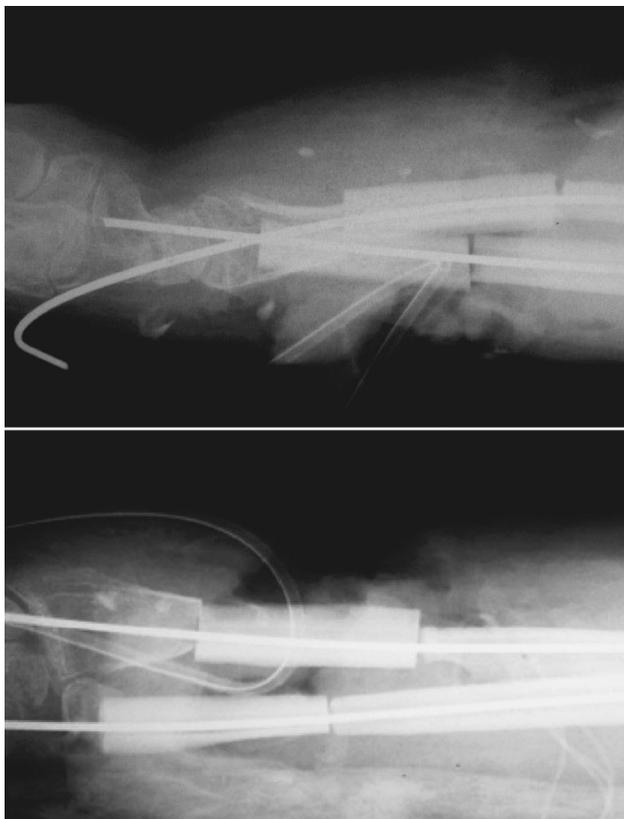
Интраоперационные рентгенограммы после замещения костного дефекта обеих костей предплечья разделенным малоберцовым трансплантатом
